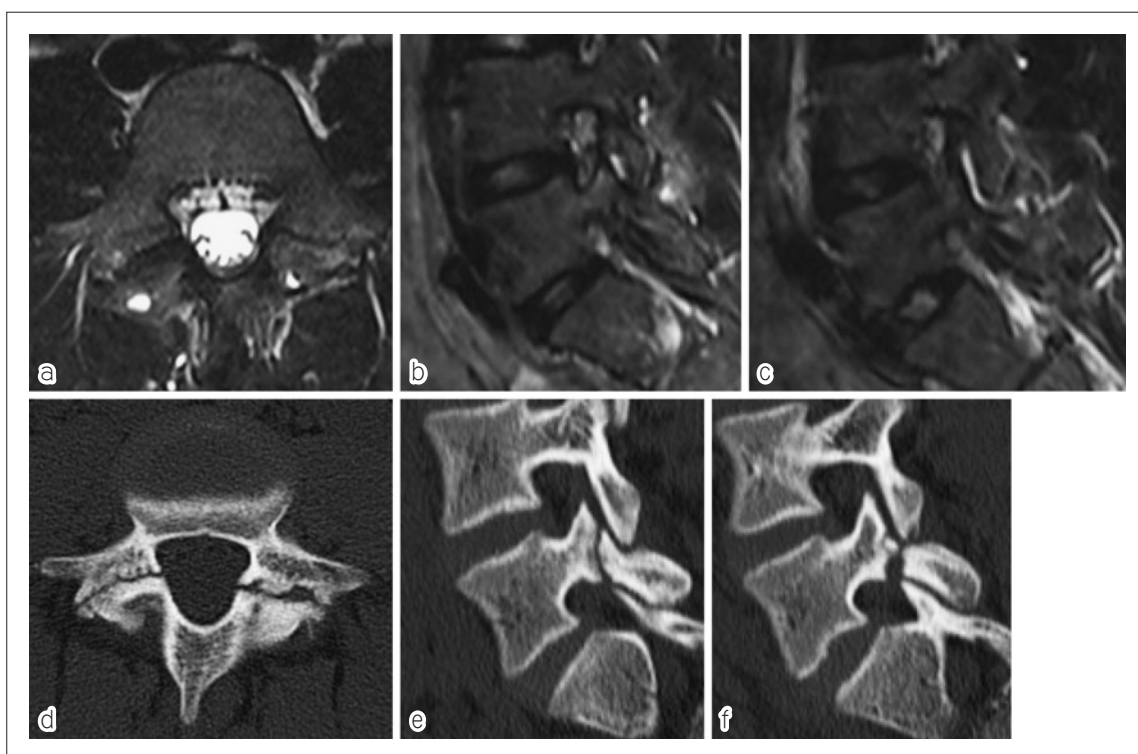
a-c : MRI の STIR 条件で両側の L5 椎弓根周囲に骨髄浮腫の消失を認める。a が水平断, b が右傍正中矢状断, c が左傍正中矢状断。d-f : CT の水平断および傍正中矢状断で両側とも癒合が得られていないと判断した。d が水平断, e が右傍正中矢状断, f が左傍正中矢状断。
